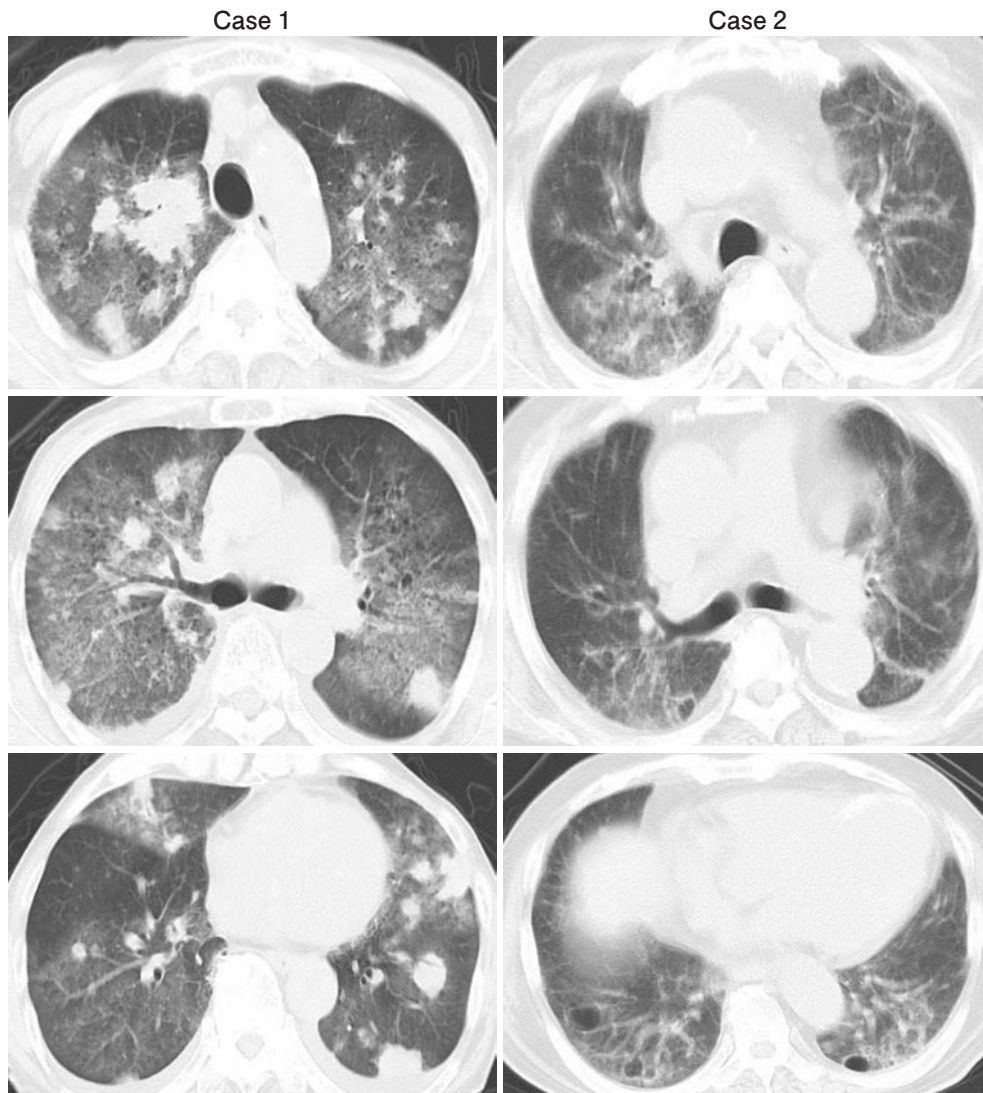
HRCT showed diffuse ground-glass opacities on day 9 (Case 1) and on day 70 (Case 2).
